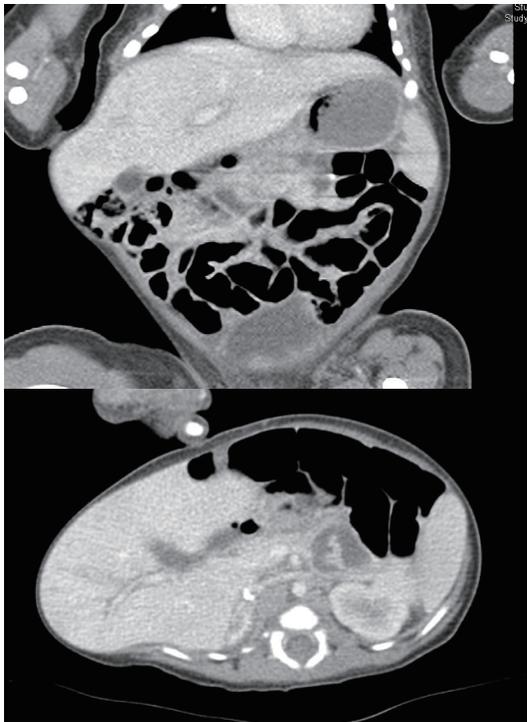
Abdomen CT showing bilateral oblique muscle defect with herniation of liver and bowel.
